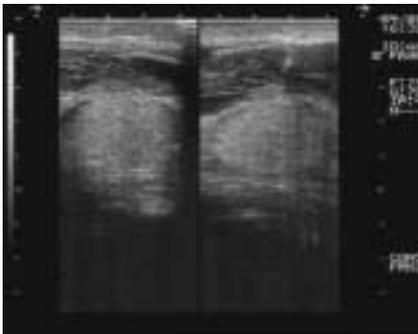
Sonografie: Hoden intakt – Hämatom
